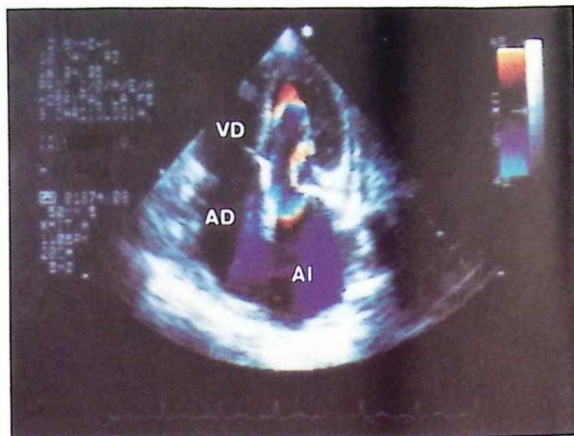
Ecocardiografía-doppler color del paciente de la figura previa. Se aprecia una aceleración del flujo a nivel de las líneas auriculares de sutura. Abreviaturas como en figuras previas.
